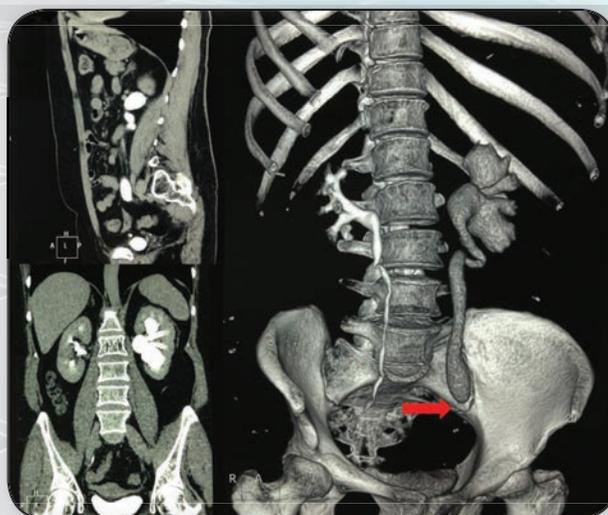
Компьютерная томография. Стрелкой обозначено место обструкции левого мочеточника.
